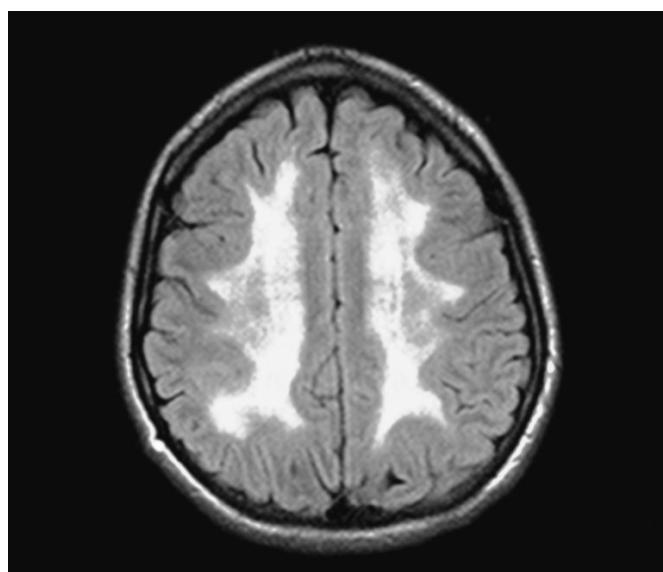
Caso 1. IRM en secuencia de FLAIR que muestra hiperintensidad en centro semiovado y peri-ventricular simétrica bilateral compatible con leucoencefalopatía.
